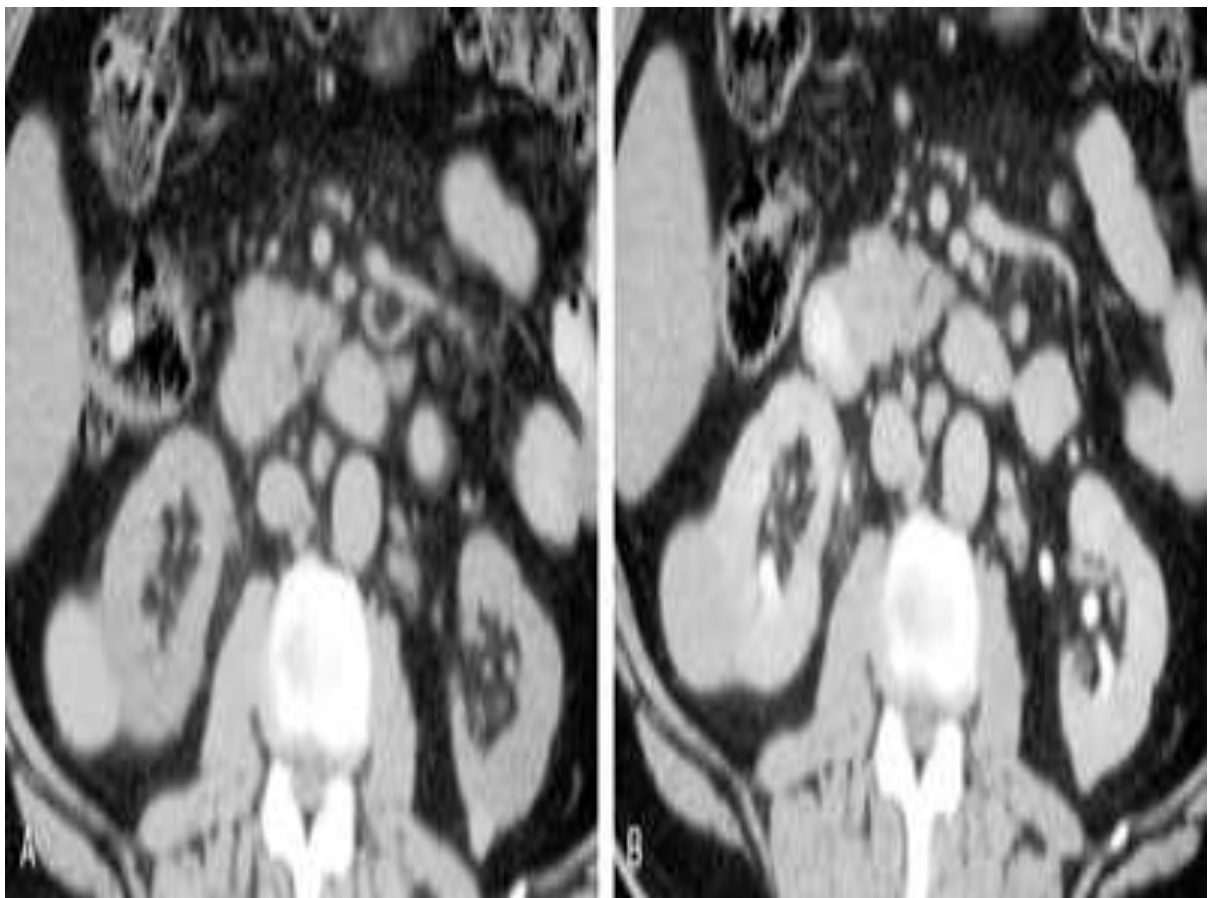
Ком'ютерна томограма з гіперденсивними кістами правої та лівої нирок (клас II по Босніаку - Bosniak M.A. [14].
